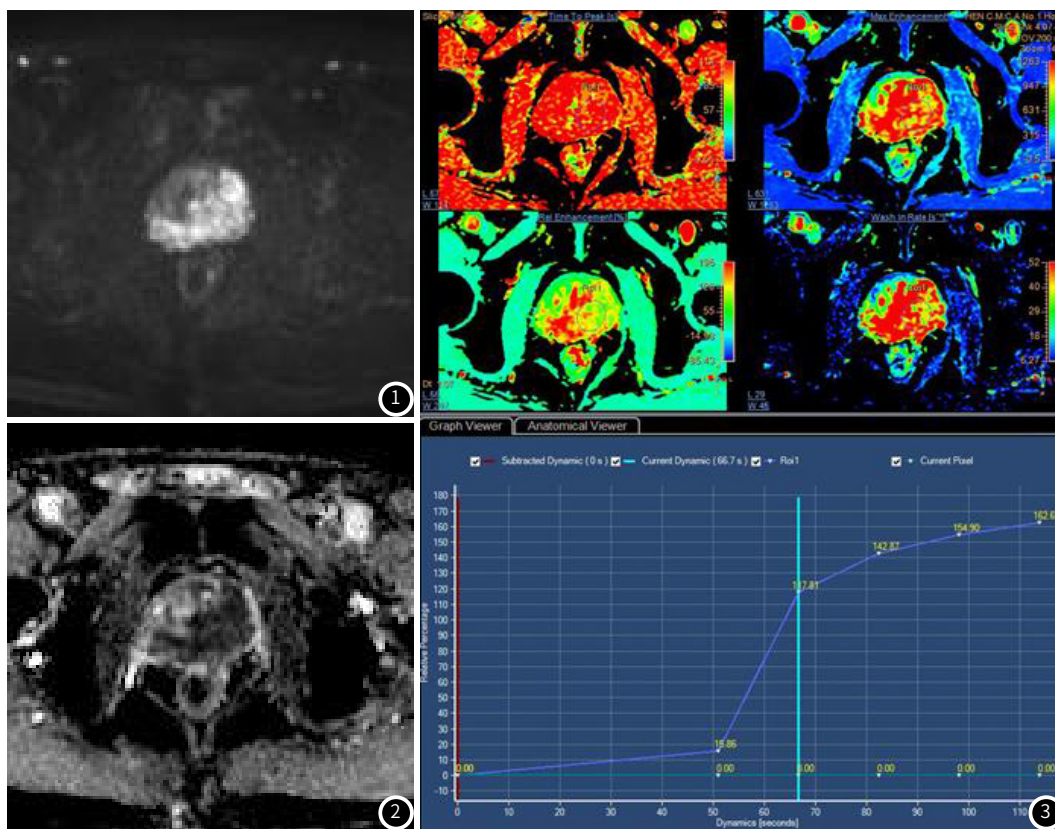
DWI b值1500示前列腺区肿块呈明显高信号。
